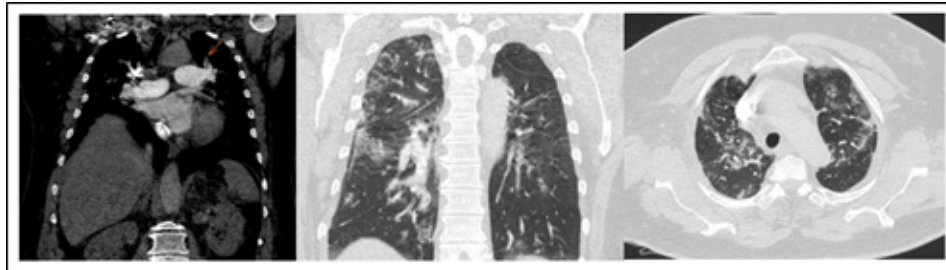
Paciente con TEPA de rama lobar superior izquierda (flecha) y afectación severa de COVID-19 por TC con incipiente consolidación
